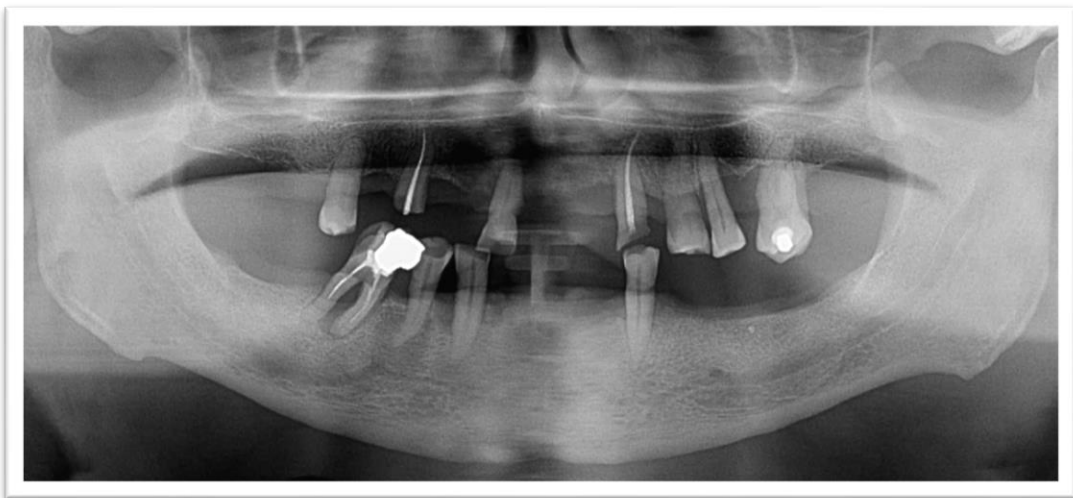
Ortopantomografía inicial.
